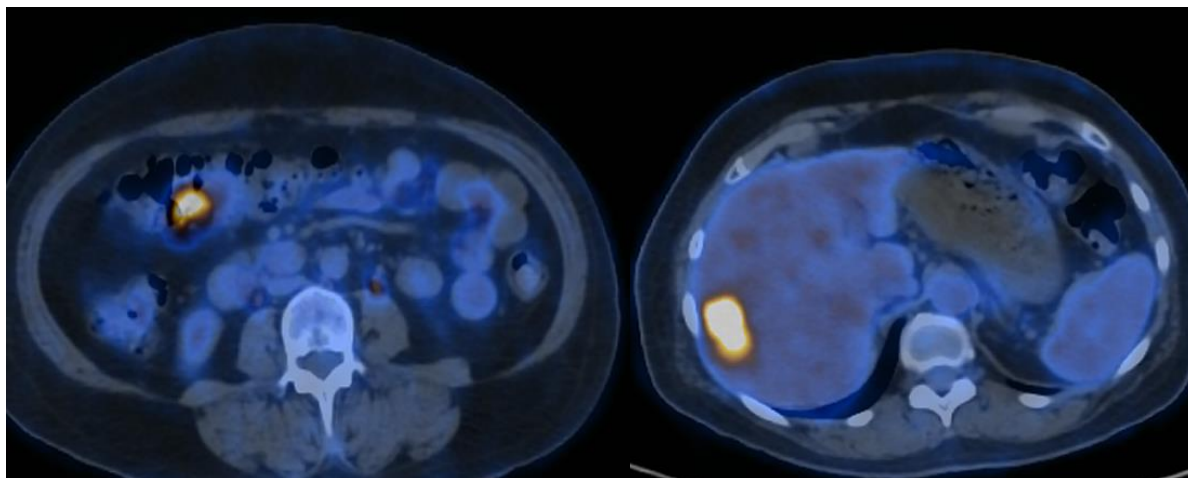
Estudo de PET-CT com FDG demonstra uma lesão no cólon direito hipercaptante com uma metástase hepática no lobo direito com hipermetabolismo.
